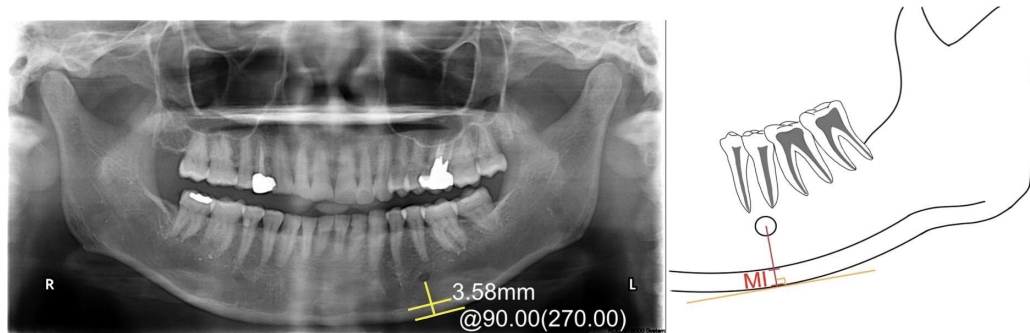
A panoramic radiograph showing MI measurement. A line parallel to the long axis of the mandible and tangential to the inferior border of the mandible was drawn. A line perpendicular to this tangent intersecting the inferior border of the mental foramen was constructed, along which mandibular cortical width was measured
